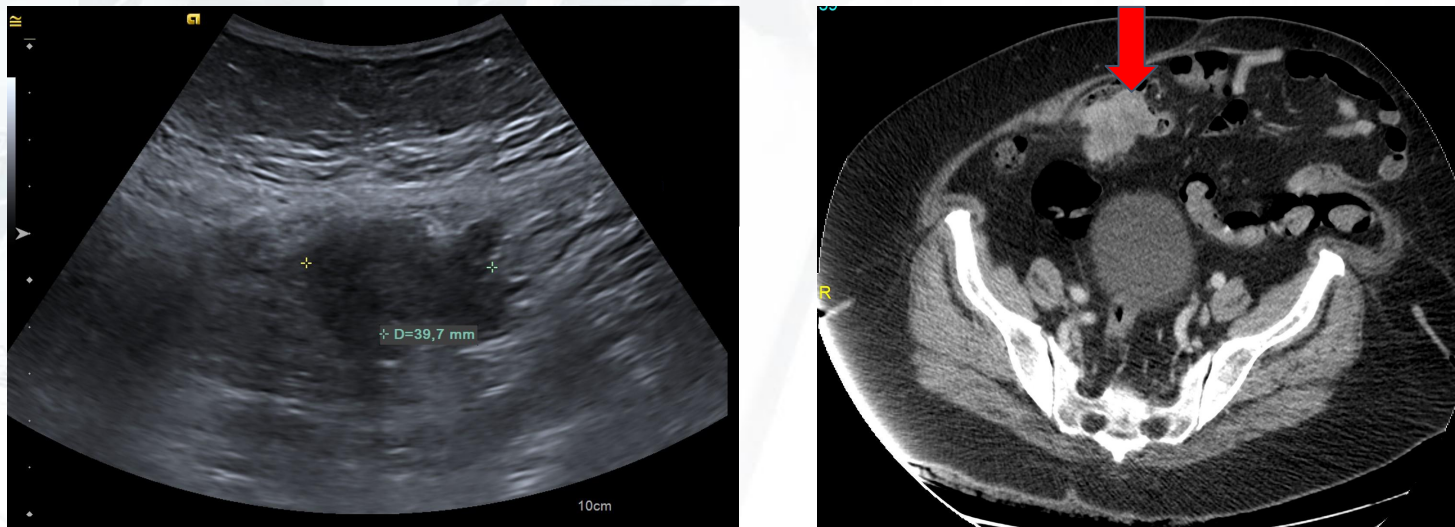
TC abdominal con contraste y ecografía abdominal Masa mesentérica espiculada de hasta 40mm (Flecha roja) con reacción desmoplásica y signos de infiltración del peritoneo parietal-pared abdominal adyacente. Infiltración por adenocarcinoma compatible con origen intestinal
